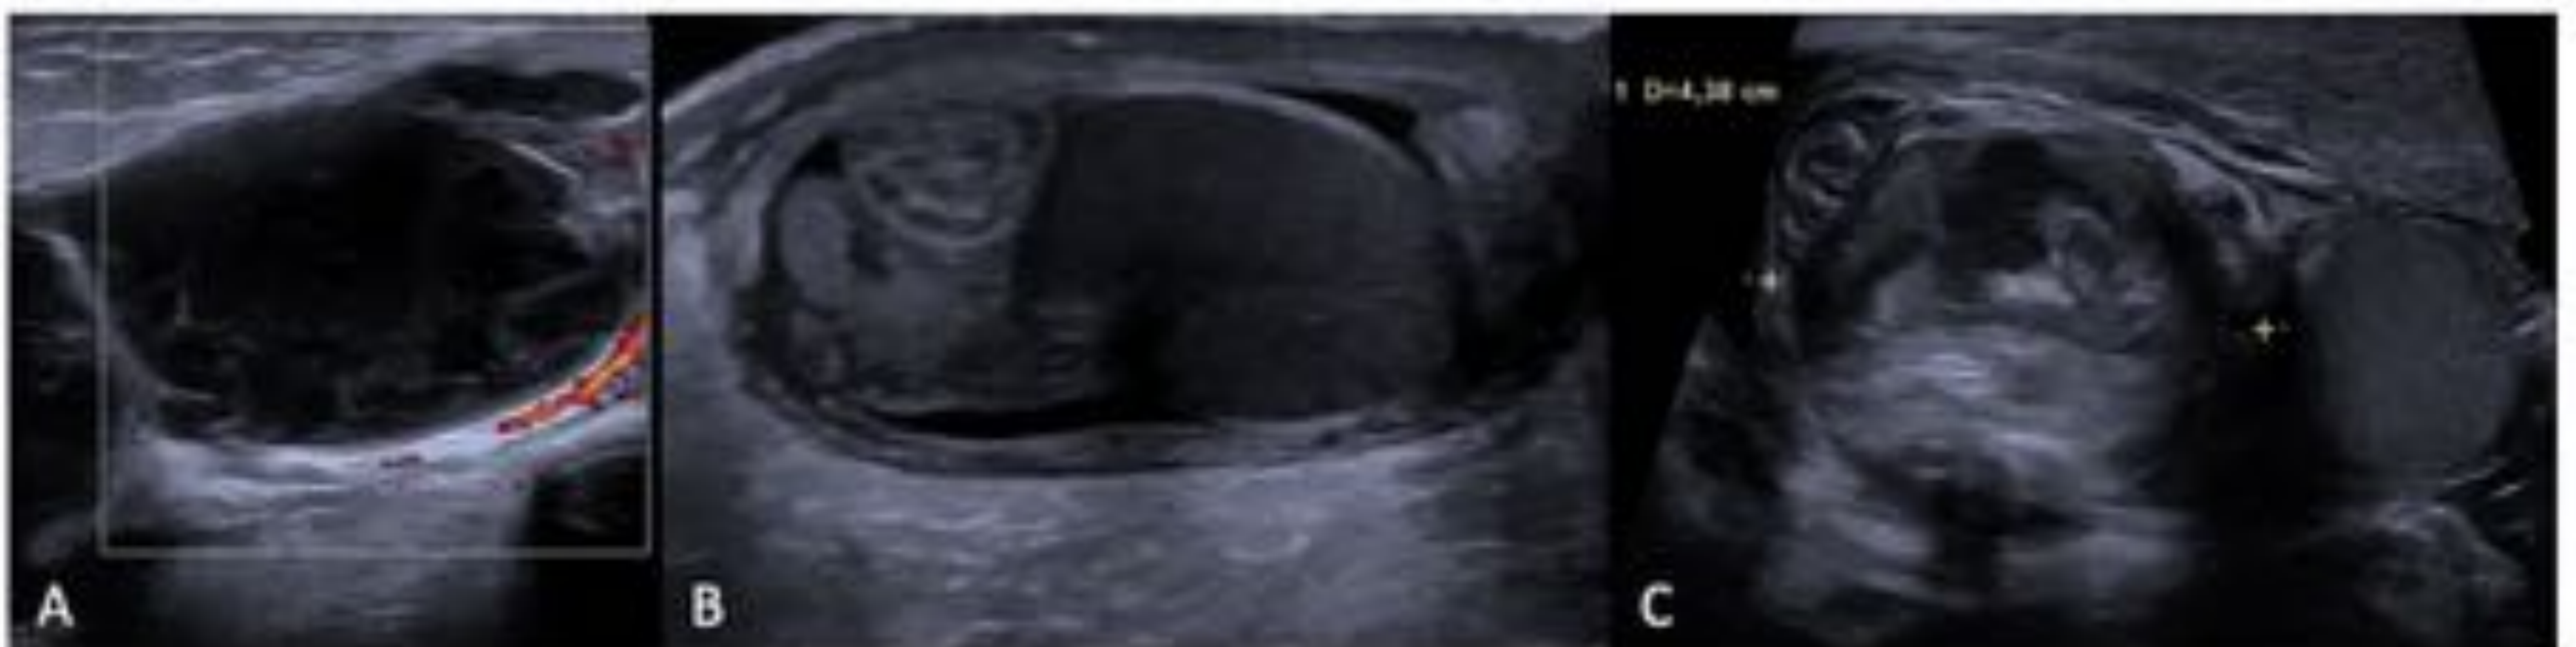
Hematomas epididimarios en 3 pacientes con distintas características y tamaños: como una colección heterogénea predominantemente hipoecogénica sin vascularización en modo Doppler color (A) o con una ecogenicidad aumentada (B y C).
